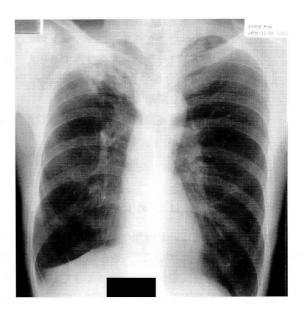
An initial chest radiograph showing a right upper lobe infiltrate with thin-walled cavities.
